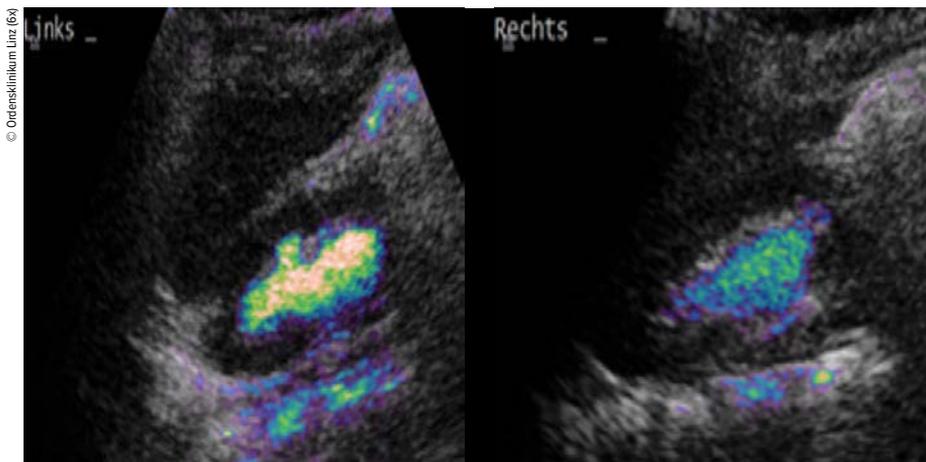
VUR Grad III bds. in der Miktionsurosonografie
